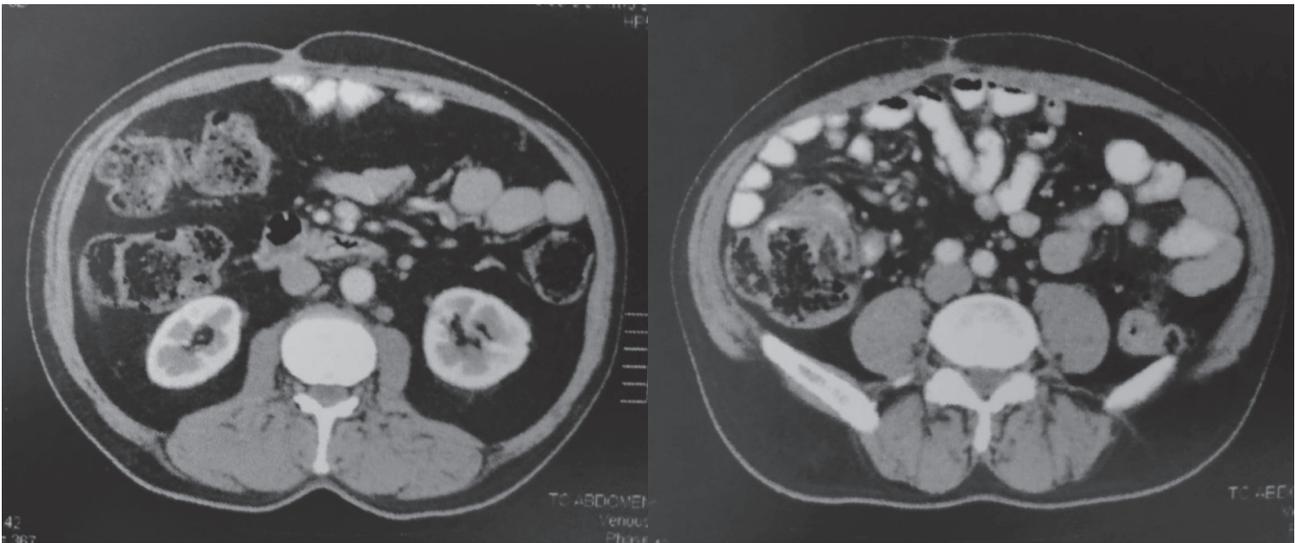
Aspecto por TAC de pared reconstruida por técnica TAR.
